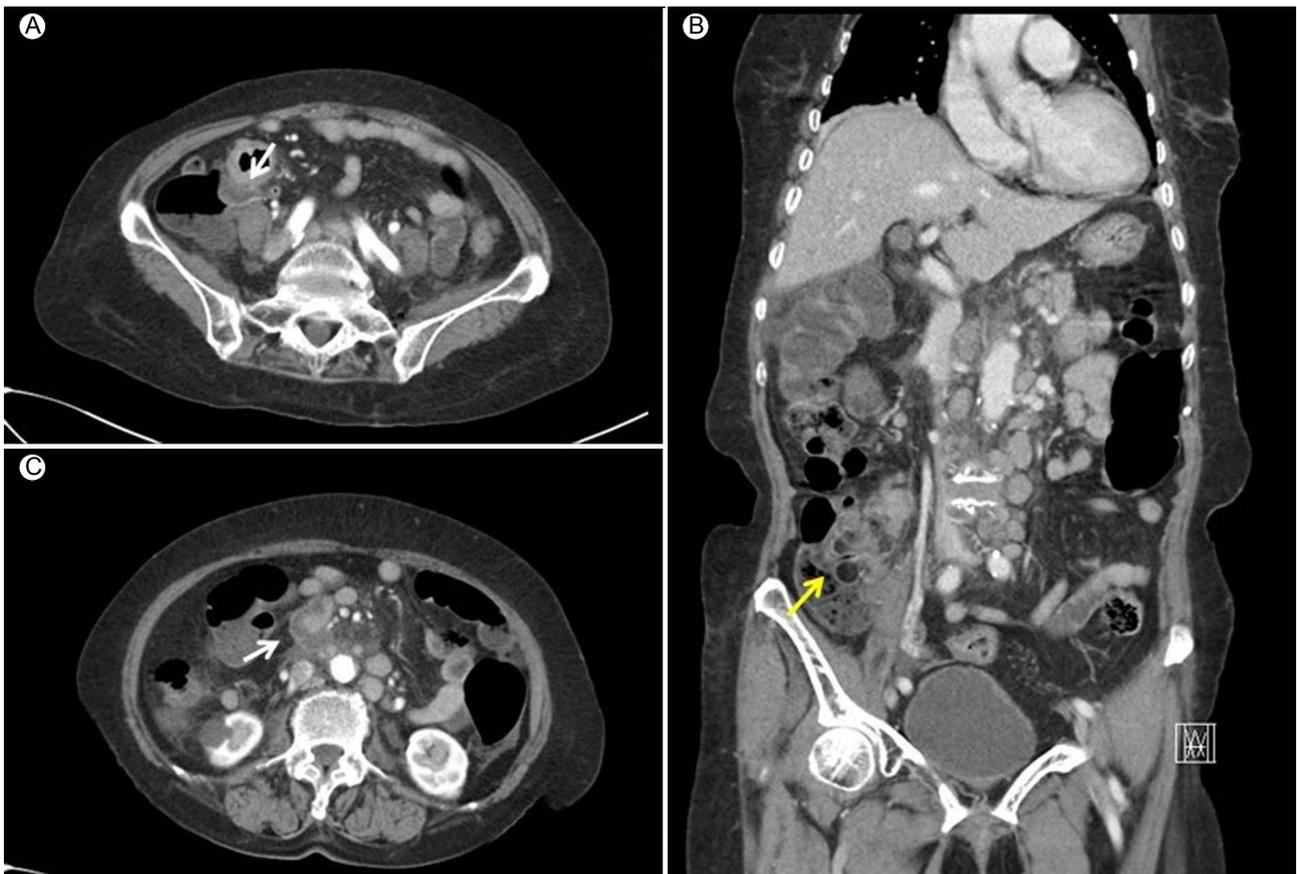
CT demonstrated wall thickening in the terminal ileum with perienteric fat infiltration (A, arrow) and prominent fat deposition in the ileocecal valve (B, arrow). Multiple lymphadenopathies were observed in mesenteric, retroperitoneal, ileocolic, right colic, aortocaval, preaortic, left paraaortic, and peripancreatic areas, and some had a necrotic portion (C, arrow). CT, computed tomography.
